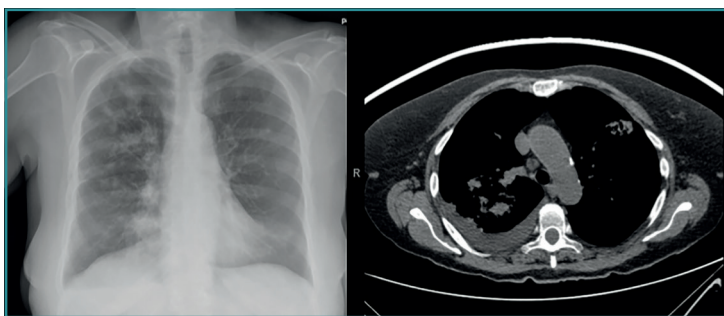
Hemorragia pulmonar en radiografía de tórax y TC, en el contexto de síndrome renopulmonar.
